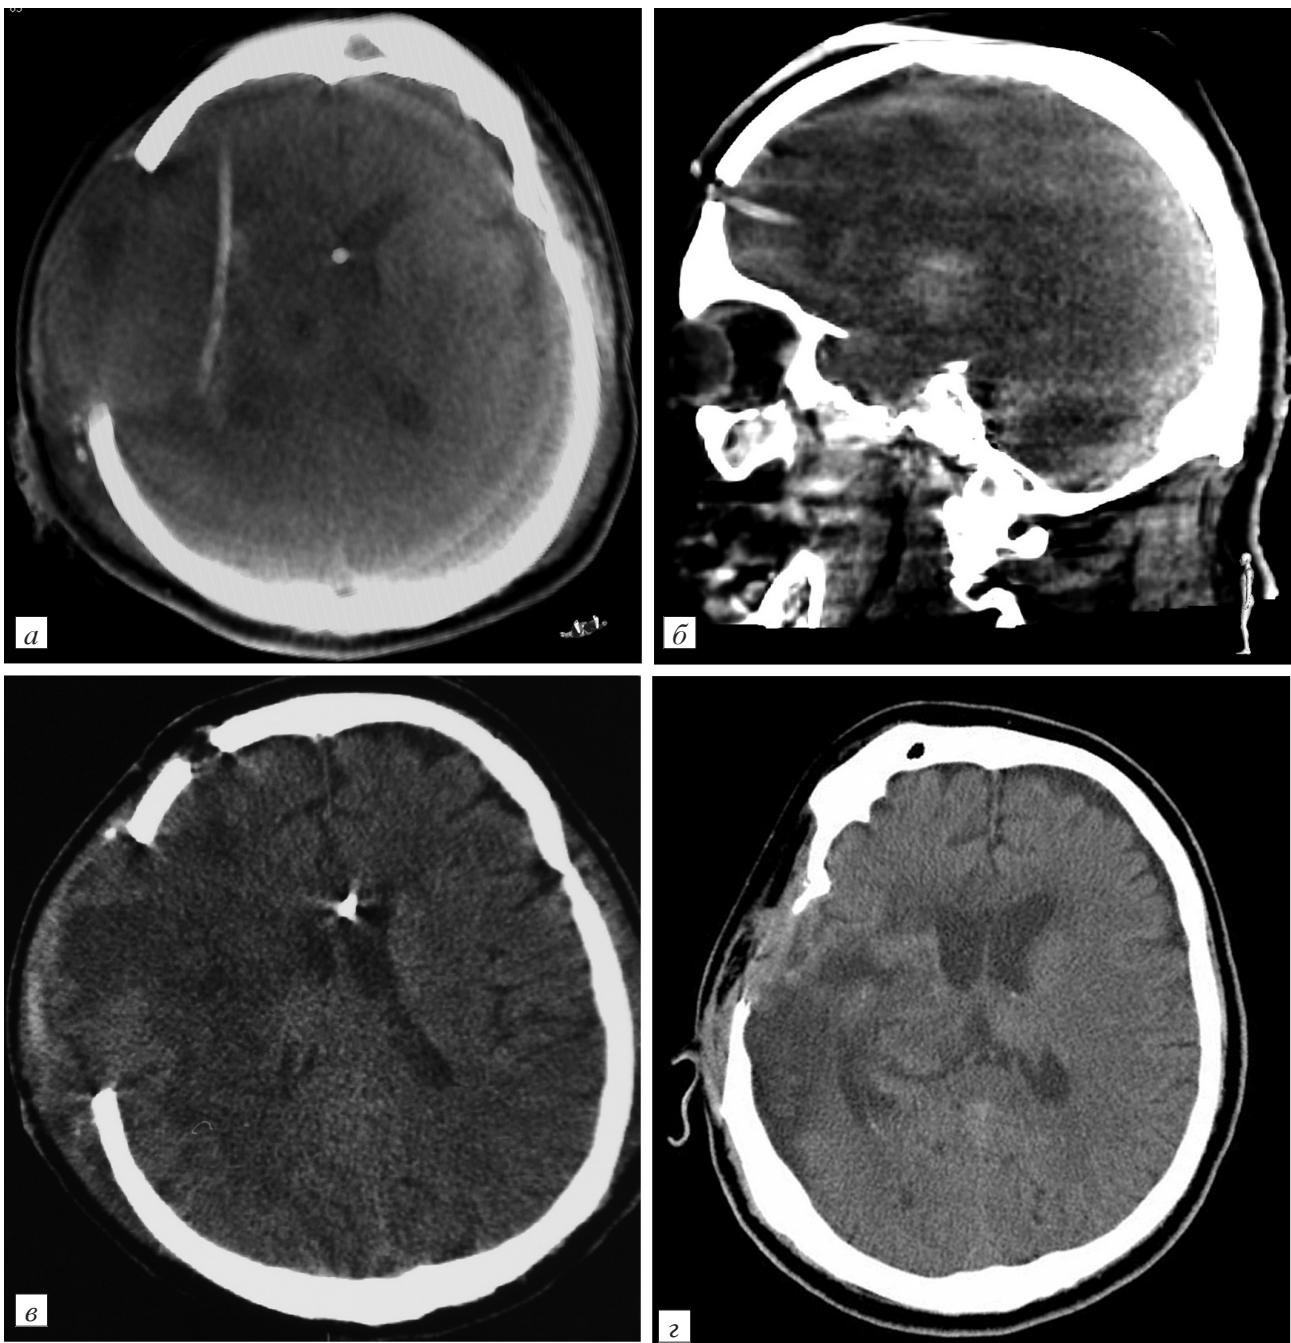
Контрольное исследование пациента Б., 52 года, после установки катетера в область внутримозговой гематомы. а, б — через 12 ч после начала тромболизиса (XperCT): а — трансверзальная и б — боковая проекции; в — через 48 ч с использованием СКТ; г — по окончании лечения, через 21-е сутки после проведения тромболизиса. в и г — трансверзальная проекция.
